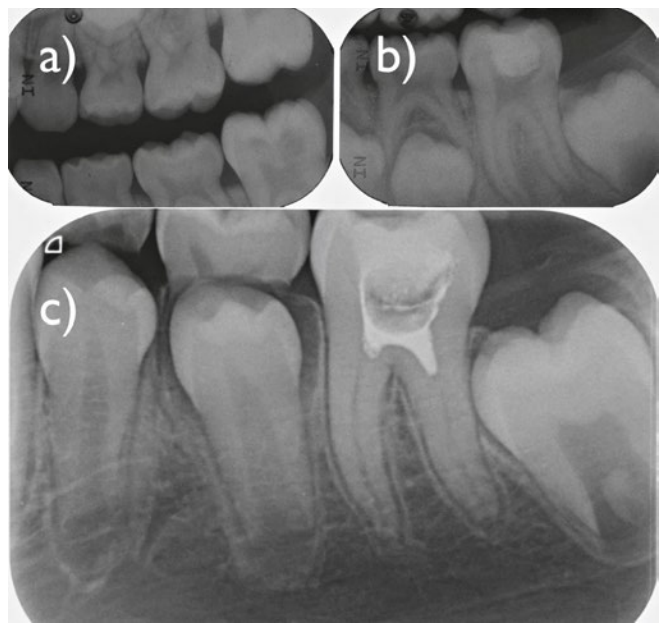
a) 8-jährige Patientin mit fortgeschrittener Dentinläsion am Zahn 36 (Bitewing-Aufnahme links, Ausgangssituation). b) Situation nach Exkavation, Überkappung mit einem Kalziumhydroxid-Liner (Kerr Life; Kerr) und einer Glasionomerzementfüllung. Das Wurzelwachstum des Zahnes ist zu diesem Zeitpunkt nicht abgeschlossen (Einzelzahnrontgenaufnahme einen Monat nach Ausgangssituation). Infolge starker postoperativer Schmerzen wurde wenige Tage später eine Pulpenkammer-Pulpotomie durchgeführt. Die Dentinwunde wurde mit einem Kalziumhydroxid/Jodoform-Präparat (Vitapex; Neo Dental International Inc.) abgedeckt und der Zahn erneut provisorisch verschlossen. c) Beschwerdefreie Verhältnisse während rund 17 Monaten, dann (zum Zeitpunkt dieser Aufnahme) Auftreten von Schmerzen auf Kälte und Wärme sowie Perkussionsempfindlichkeit. Die entsprechende Einzelzahnrontgenaufnahme zeigt, dass das Wurzelwachstum nun abgeschlossen ist. Allerdings ist es auch zu einer markanten Verengung der Wurzelkanäle und einer Sklerosierung der Kanaleingänge gekommen, welche die Durchführung der nun indizierten Pulpektomie beim Kind mit eingeschränkter Mundöffnung zusätzlich erschwert.
